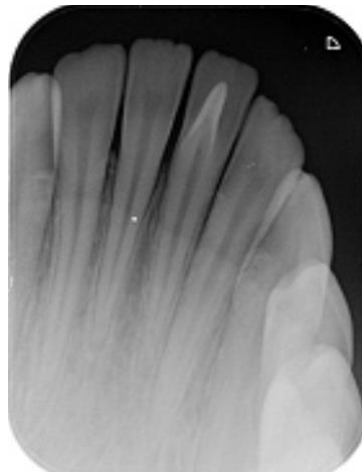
Radiographie rétro-alvéolaire d'une dent évaginatus [38].
